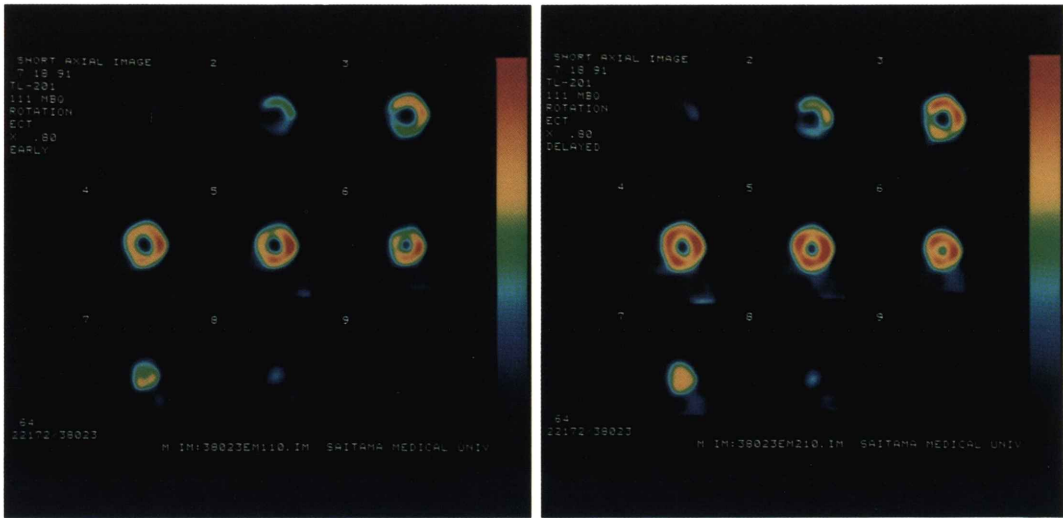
The coronal images of SPECT obtained from No. 5 patient at 10 min (left) and 180 min (right) after injection of thallium-201. Redistribution of thallium-201 is noticed in anterior wall.
